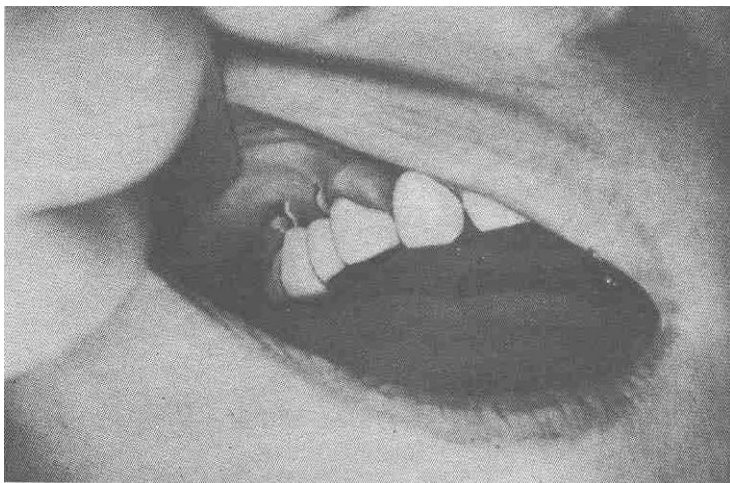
Протрузия СИ. Воспаления слизистой оболочки не наблюдается.
